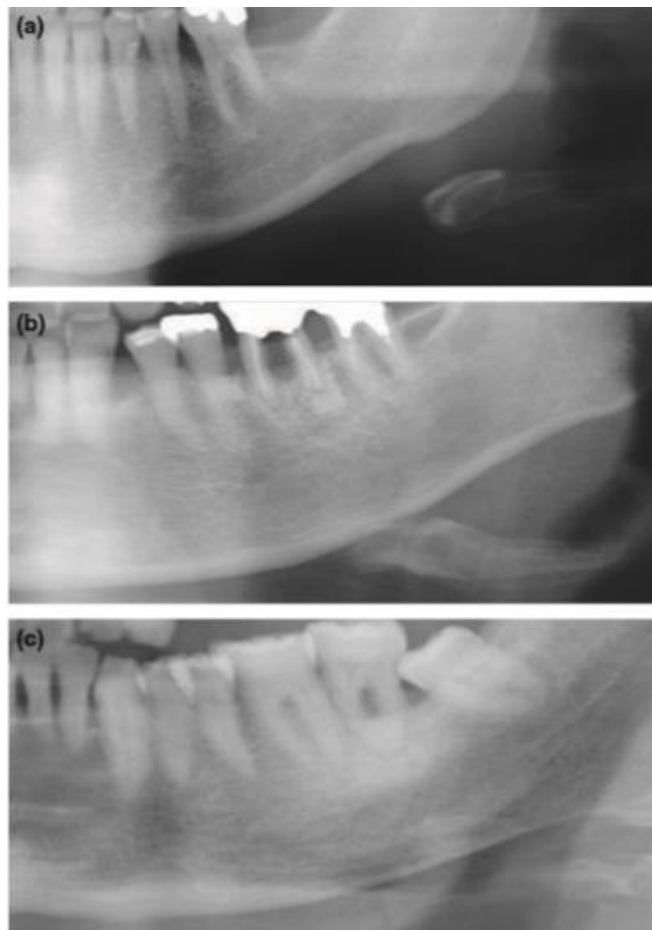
Clasificación de cortical mandibular en Radiografía Panorámica (Klemetti et al 1993).
